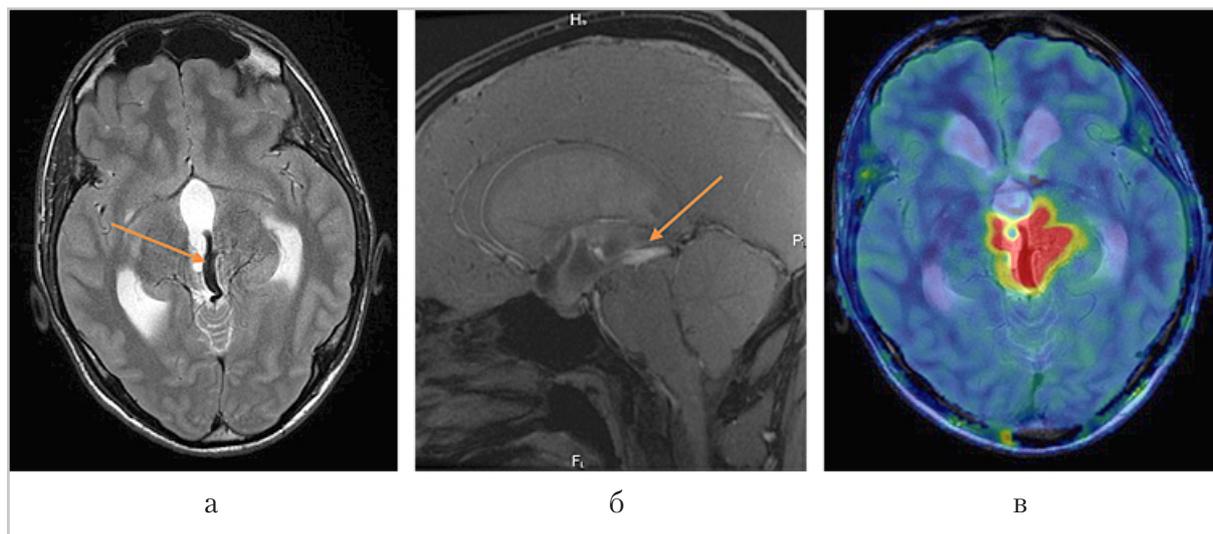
МР-томограммы пациента с венозной ангиомой в области водопровода мозга в режимах T2 (High resolution) (а), фазоконтрастной МРТ (б) и совмещенные МРТ в режиме T2 и ASL-перфузии (в). Выявляется расширенный сосуд в области четверохолмной пластинки, вызывающий сужение водопровода мозга (стрелка). На фазоконтрастной МРТ тока ликвора в водопровode мозга не определяется (стрелка). В режиме ASL демонстрируется обширная область гиперперфузии, обусловленная разветвленной сетью венозной ангиомы в проекции правого зрительного бугра (в)
